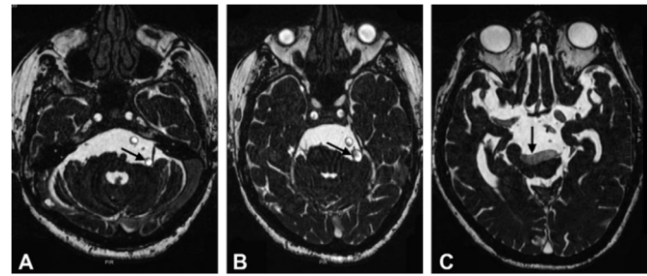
A. Axial CISS MRI shows a dolichoectatic left vertebral artery displacing and stretching the left VII-VIII nerve complex. B. A dolichoectatic left vertebral artery is displacing and stretching the left trigeminal nerve. C. A severely dolichoectatic basilar artery is indenting the brain stem.
